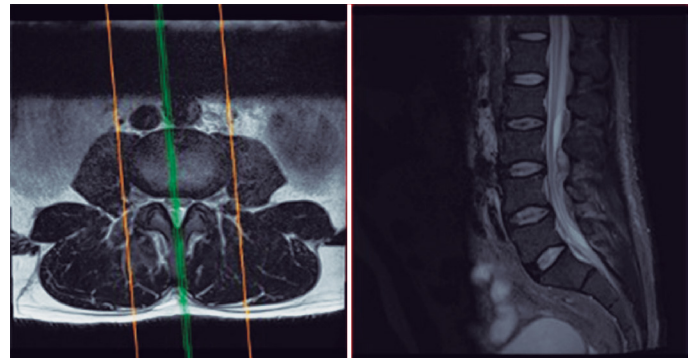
Ressonância nuclear magnética de coluna lombar.
